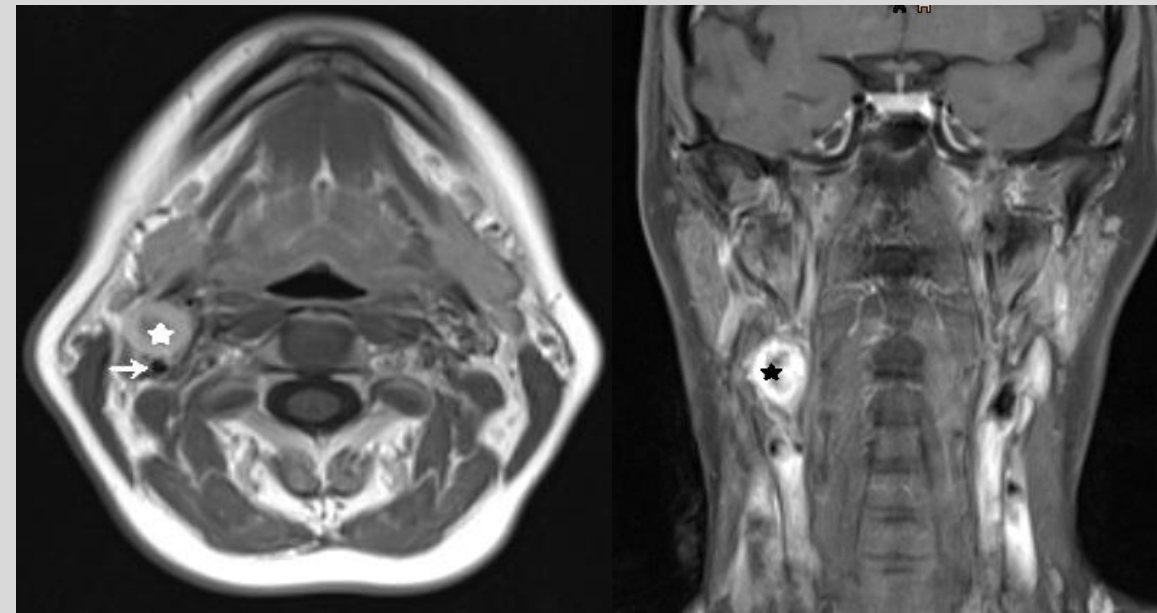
MRT axial und koronar, T1-Wichtung mit Kontrastmittel
